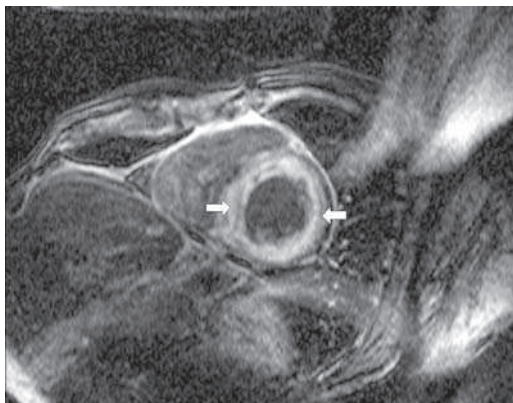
МРТ с отсроченным контрастированием при амилоидозе сердца. Диффузное усиление сигнала от всего миокарда левого желудочка (стрелки).
